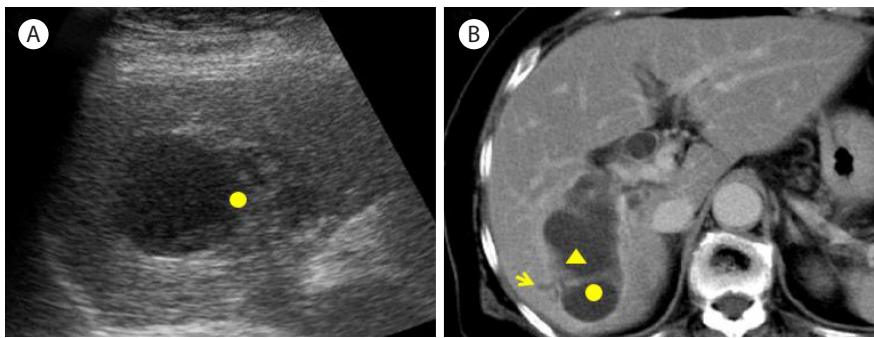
Biliary cystadenocarcinoma. A single multilocular cystic tumour is shown on the ultrasonography (A) and computed tomography (B). (A) A circle indicates the septum, (B) An arrow indicates the presence of upstream bile duct dilatation. A triangle indicates the mural node on the cystic wall and a circle indicates the septum.
